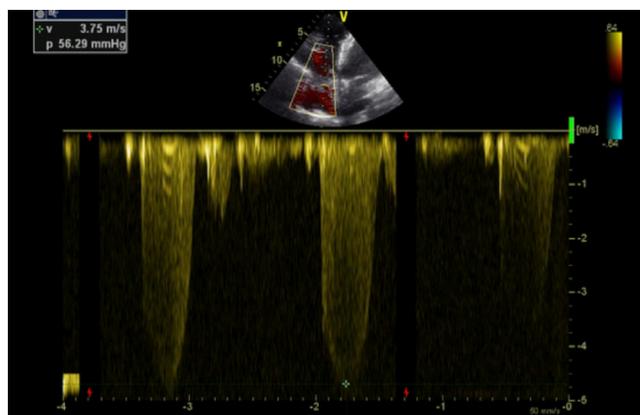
Doppler continue tricuspdien mesurant des pressions pulmonaires systoliques à 70 mmHg.
